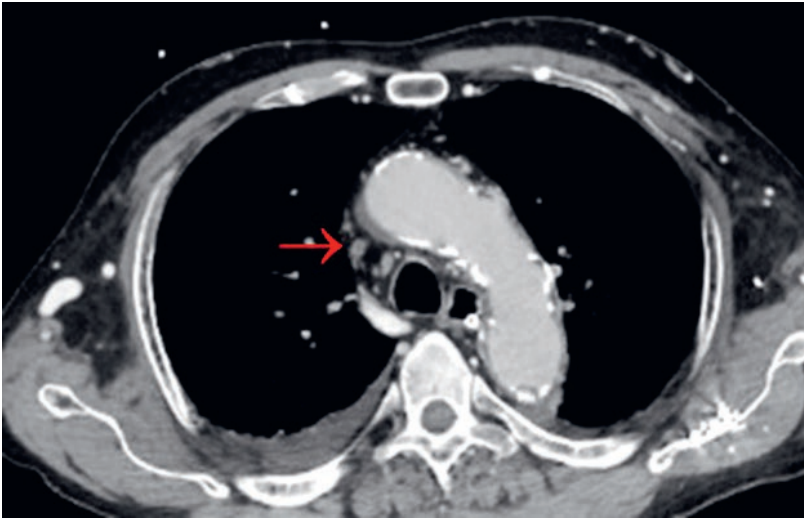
Kontrastmittelverstärkte Computertomographie präinterventionell (axial): Verschluss der Vena cava superior (Pfeil).
